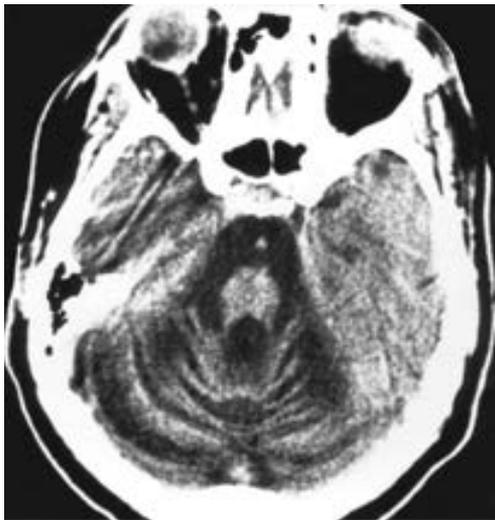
Tomografía de un caso de atrofia espinocerebelosa donde se aprecian un cerebelo y un tallo encefálico atrofados. (Cortesía de A Gean.)
